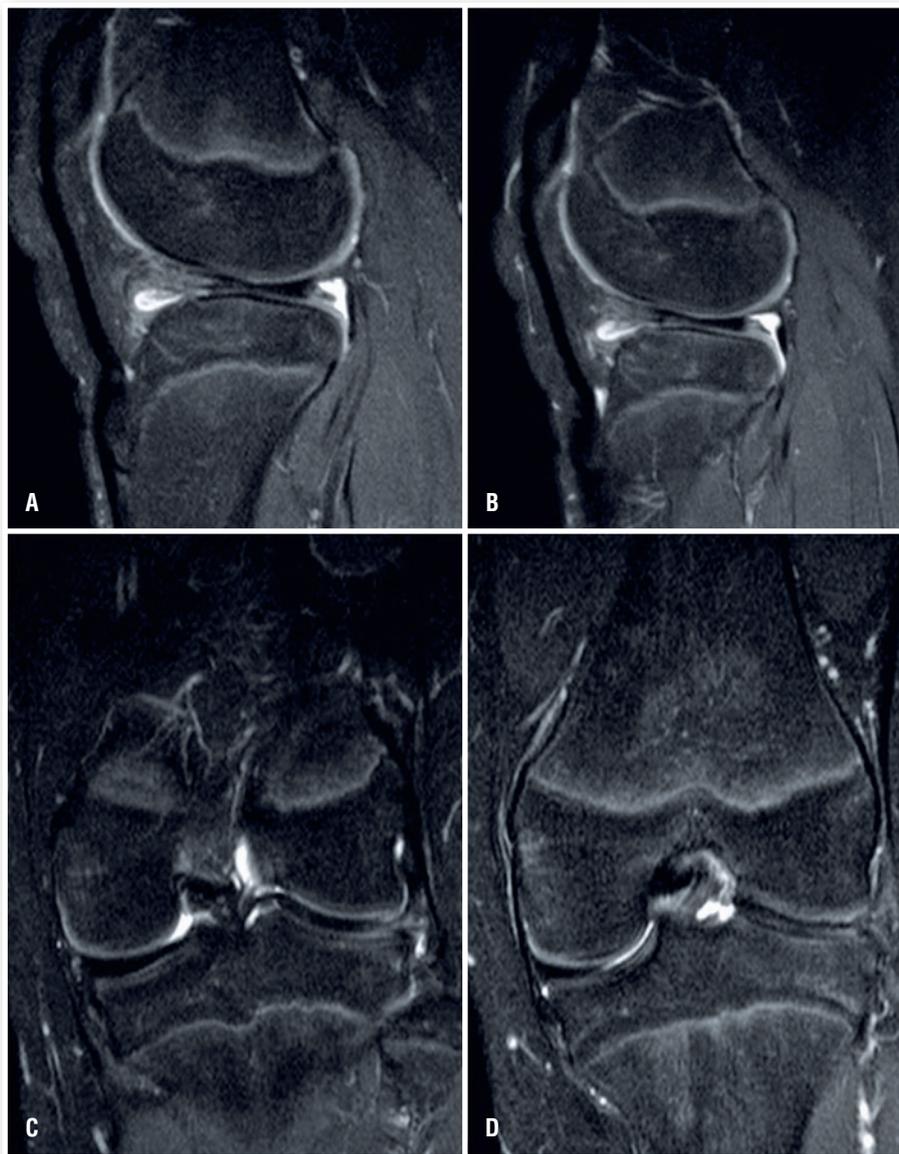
Imagens da ressonância magnética ponderada em T2 demonstrando aspecto em gravata de borboleta do menisco lateral em dois cortes subsequentes no plano coronal (A, B) e em seguida (C, D) demonstrando a presença de menisco lateral por toda a extensão do platô tibial lateral.
